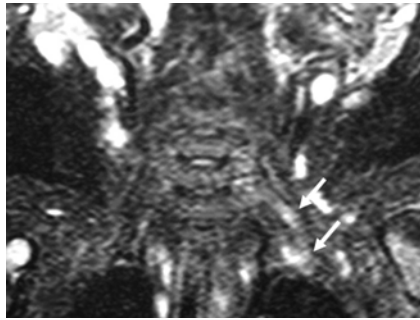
In another infant with a left-sided BPL paralysis following birth trauma, there is only hyperintensity of the left BPL on the coronal STIR T2-weighted image (arrows) without thickening on T1-weighted and T2-weighted TSE images (not shown). There is no associated root avulsion and pseudomeningocele. Findings are suggestive of traction injury.
